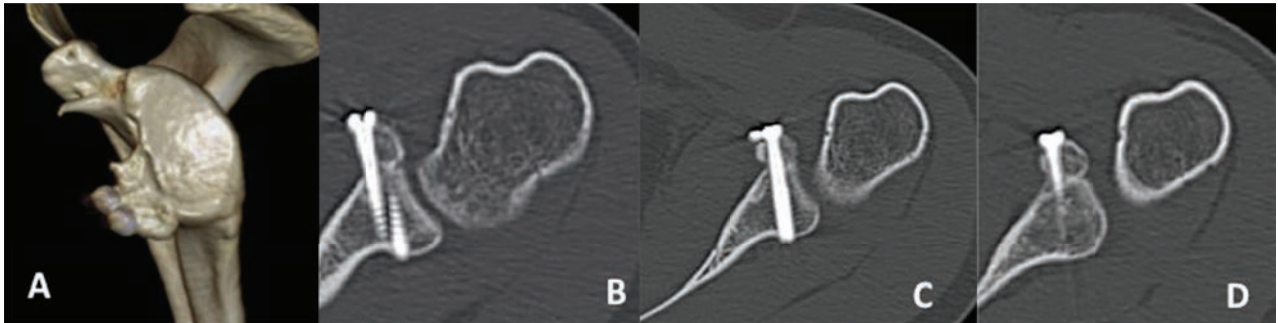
A) Imagen de TAC con reconstrucción 3D tres meses luego de la cirugía que muestra el injerto consolidado y la restitución del arco congruente de la cavidad glenoidea. B-D) 3 cortes axiales de arriba hacia abajo donde se observa el injerto consolidado en posición correcta.
